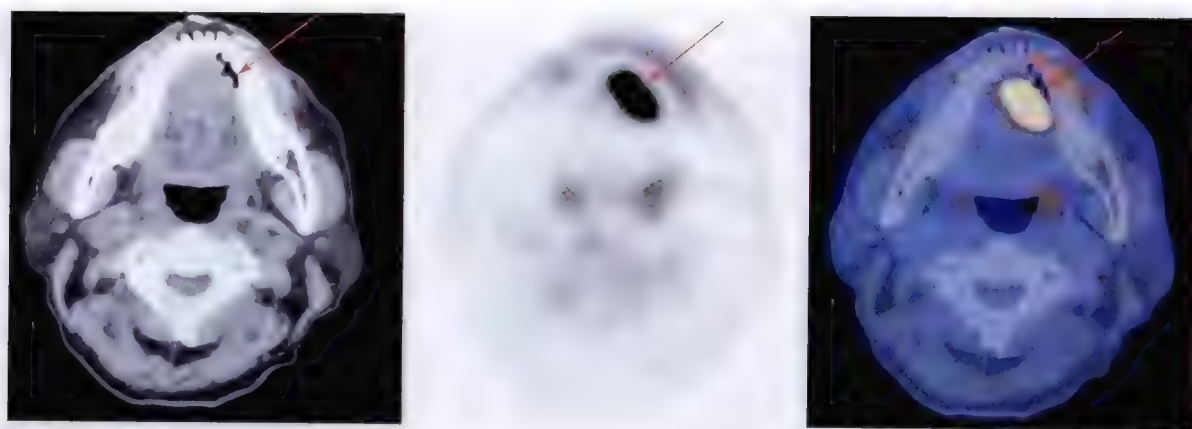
口底癌 ^{18}F -FDG PET/CT 显像
